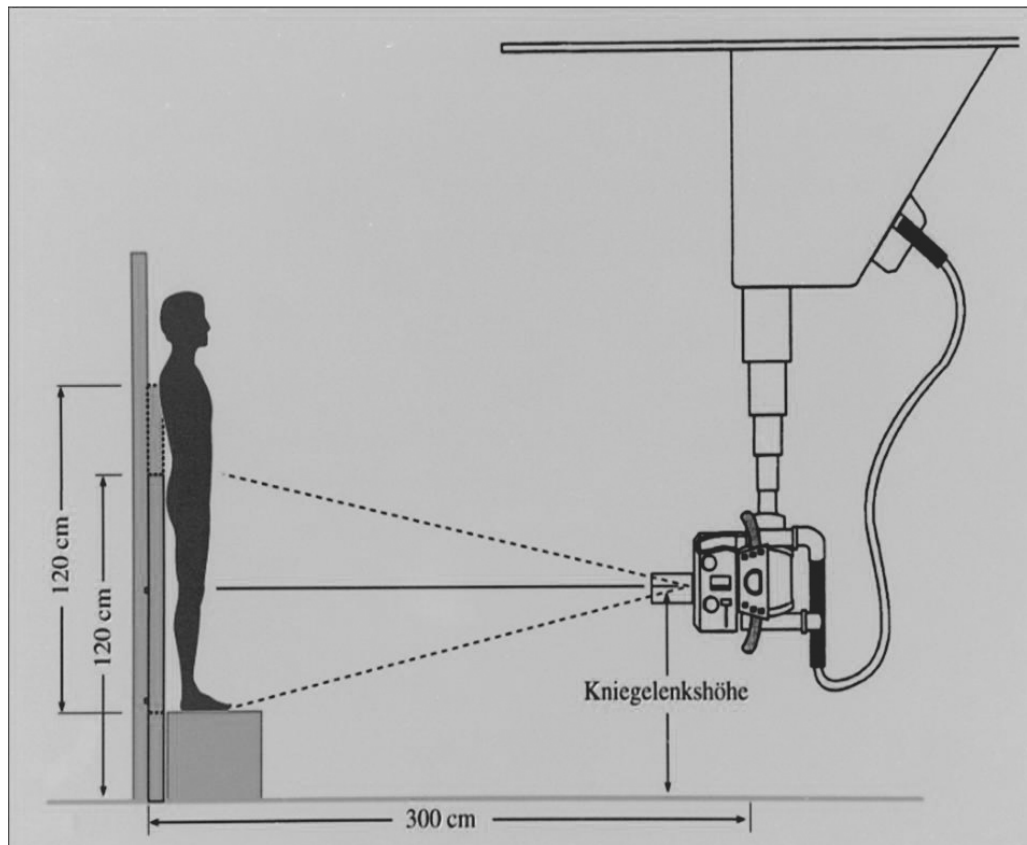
Lange Röntgenstandbeinaufnahme (LRS)
